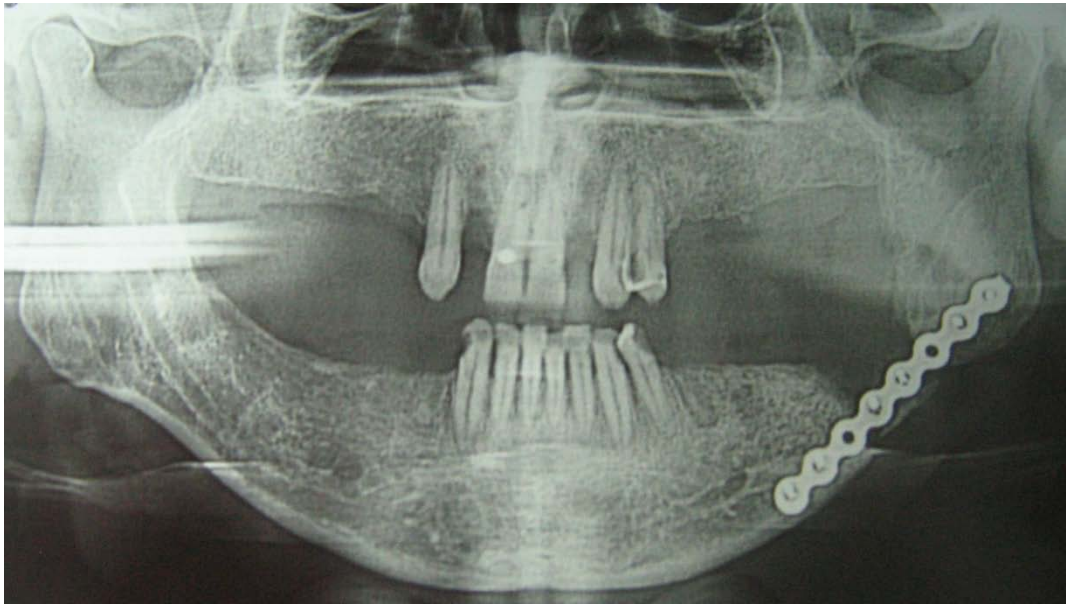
Orthopantomogramme
